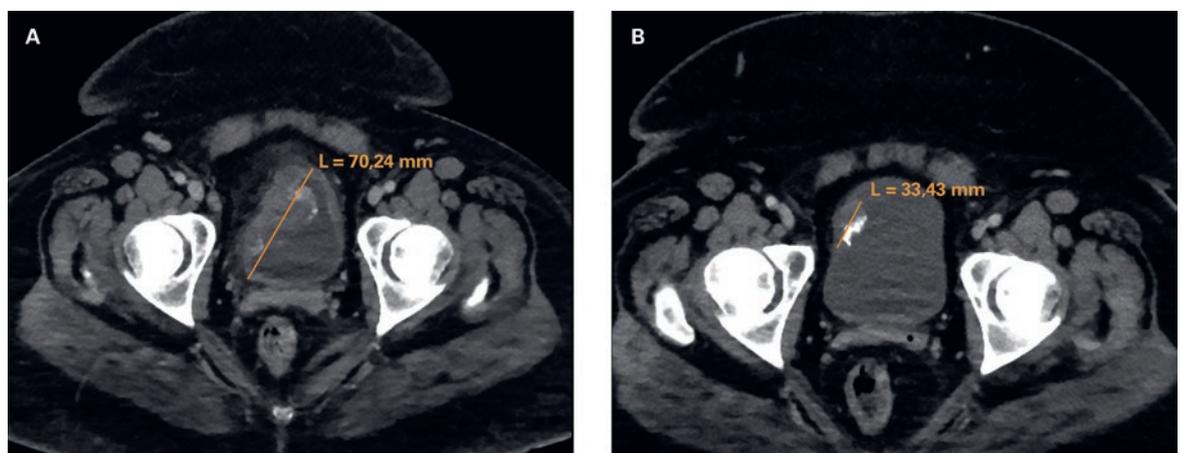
Computertomographische Darstellung des Tumors (Axialschnitte) bei A) Diagnosestellung 2018 und B) nach neoadjuvanter Chemotherapie 2019.
